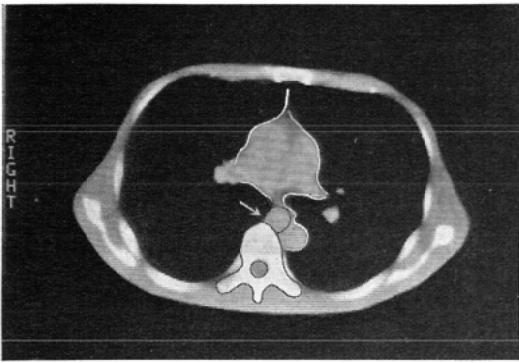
c. CT at the level of tracheal bifurcation clearly showing the large azygos trunk medial to the aorta. The arrow shows the azygos.
